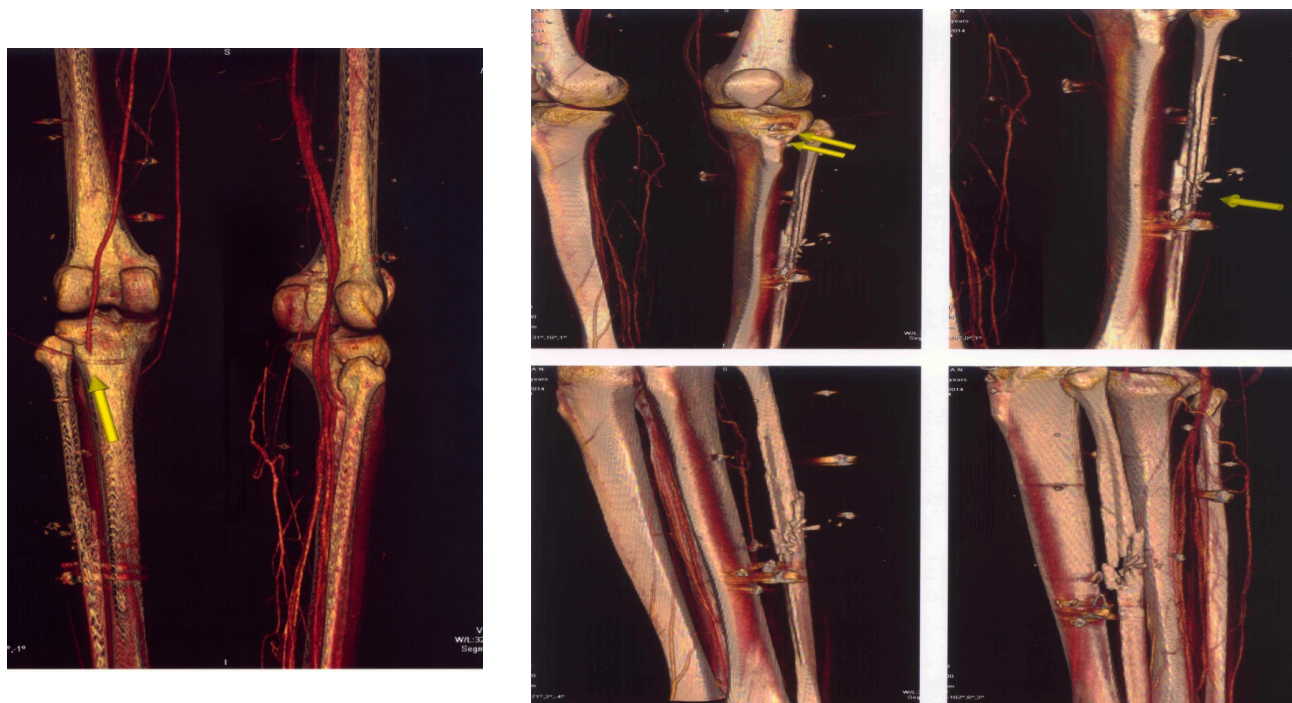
КТ-ангіограми: вибухове поранення лівої гомілки: КТ-ознаки поранення підколінної артерії і вогнепального перелому малоберцової кістки
